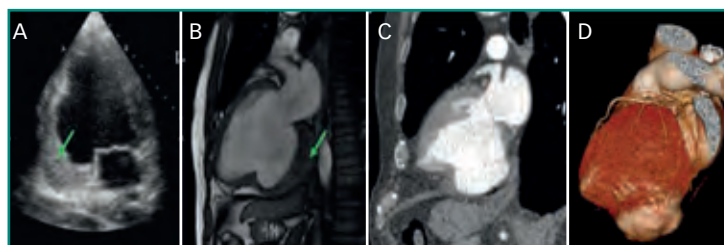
Dos pseudoaneurismas en cara inferior en dos pacientes diferentes. Uno en ETT (A) y RM (B) donde se aprecia además trombosis parcial del pseudoaneurisma (flecha verde) y otro en TC (corte de dos cámaras, C, y reconstrucción 3D, D).
